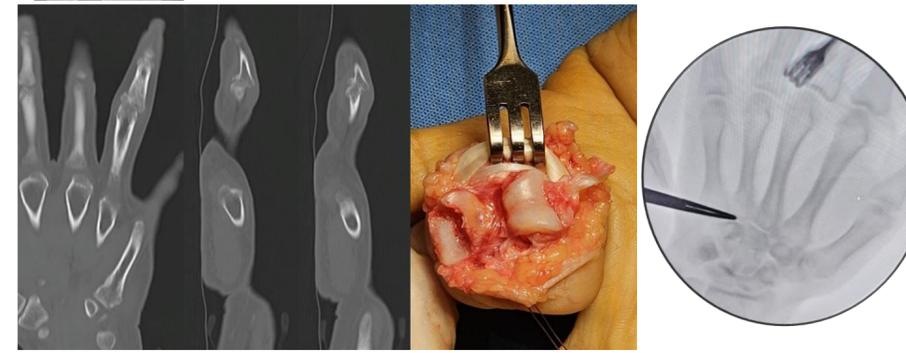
TAC evidencia compromiso articular de la base de F2. // FIG 6. Abordaje en cañón de escopeta con fragmento fracturado expuesto. // FIG 7. Imagen de radioscopia de hueso ganchoso previo a toma de injerto.
